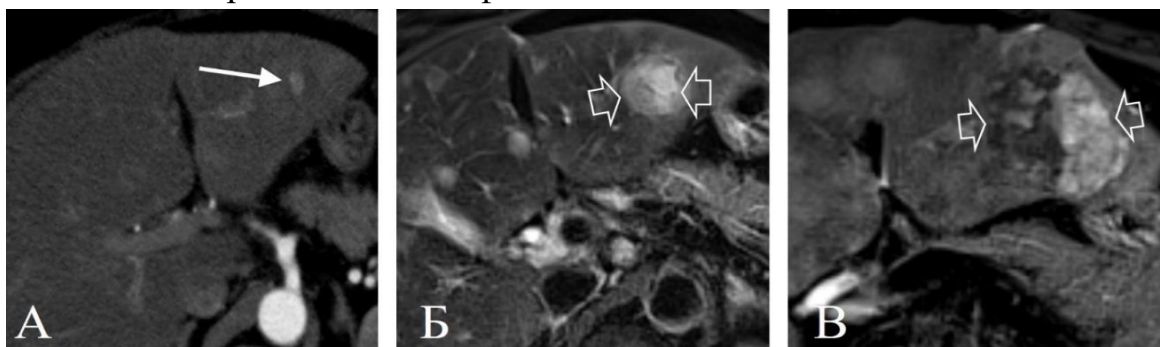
Пациентка 67 лет, новообразования печени при нейроэндокринном раке легкого. КТ в артериальную фазу (А) через 8 нед. после ТЛЛНМ демонстрирует
